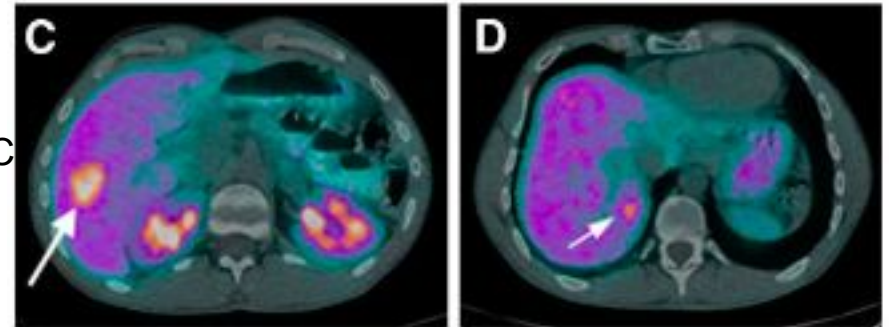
ПЭТ-КТ с  $^{68}\text{Ga}$ -DOTATATE
